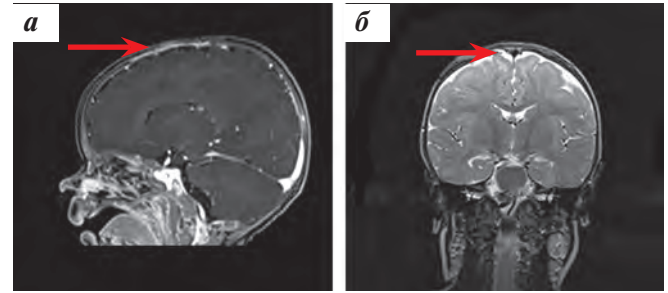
МРТ головного мозга, стрелка указывает на ложе удаленной опухоли: а – T1 с внутривенным контрастированием, сагиттальный срез; б – T2, фронтальный срез
